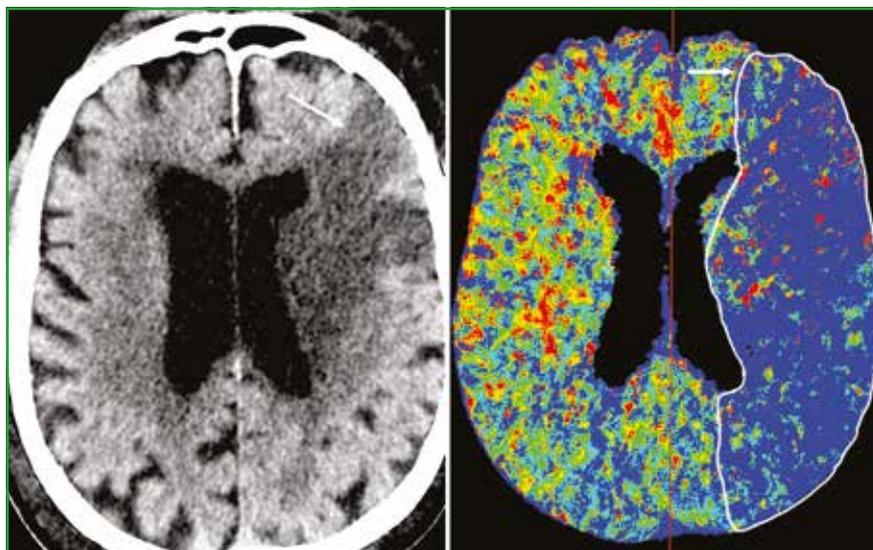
À gauche, un scanner sans injection. Hypodensité de la substance blanche et substance grise en frontal gauche correspondant à un AVC ischémique dans le territoire de l'ACM gauche. À droite, un scanner de perfusion. Cartographie du Tmax réalisée après une TDM de perfusion, montrant une hypoperfusion dans le territoire de l'ACM gauche.
